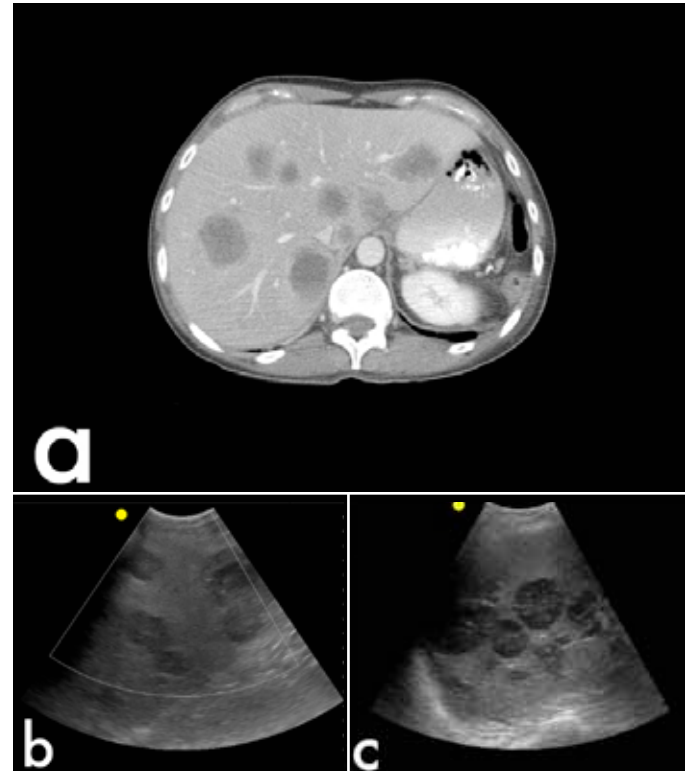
Le cancer du pancréas avec plusieurs métastases hépatiques. La TDM (a) démontre des lésions multiples à faible densité compatibles à la maladie métastatique. Des multiples lésions hypoéchogènes apparaissent à l'échographie (b et c).
